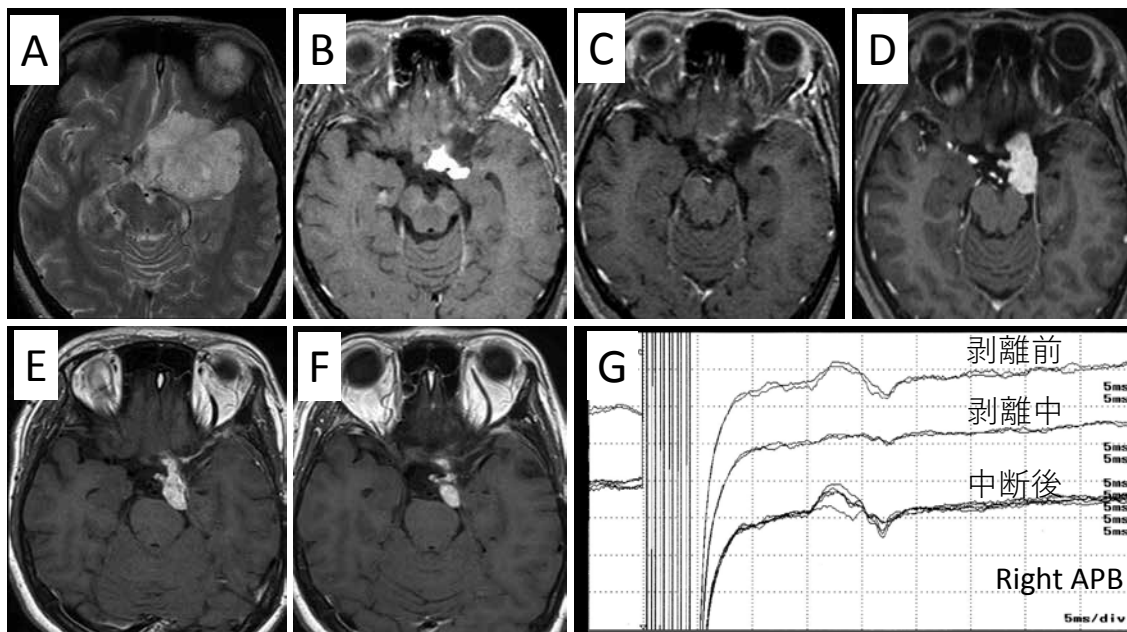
症例A。AからF：頭部MRI（Aのみ T2強調画像， BからF：ガドリニウム造影 T1強調画像）
